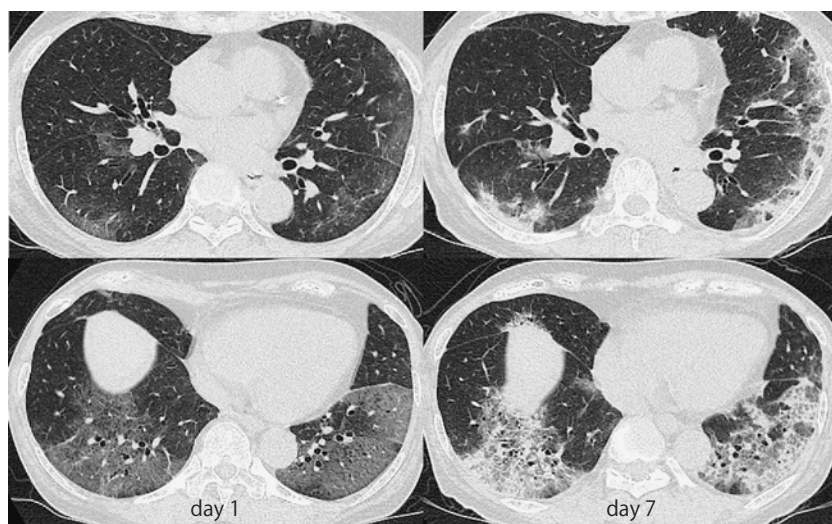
60歳代女性（中等症）の胸部CT所見の経時的変化
